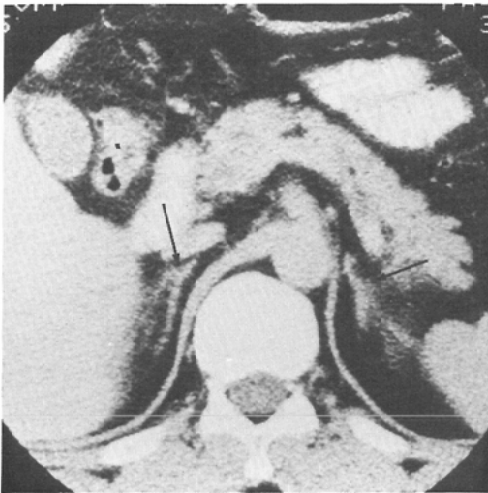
CT of normal adrenal glands (arrows). Inverted Y shaped right adrenal gland. Rod shaped left adrenal gland.
